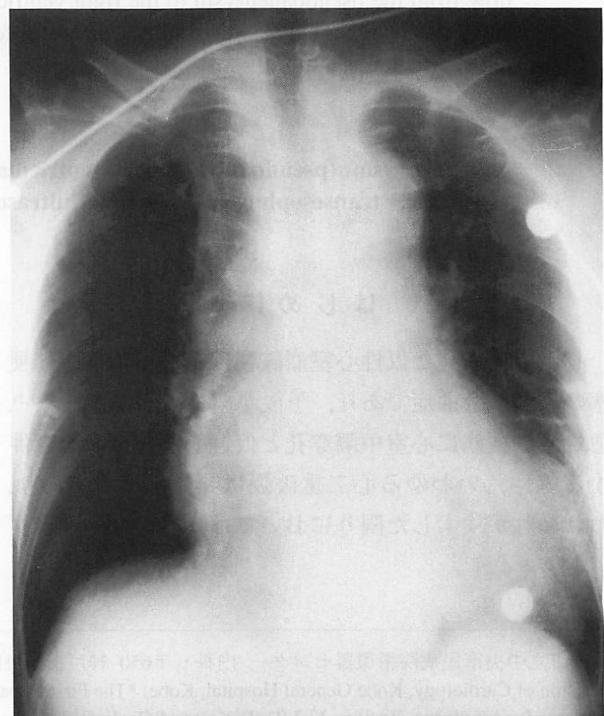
Chest radiograph (portable picture)
